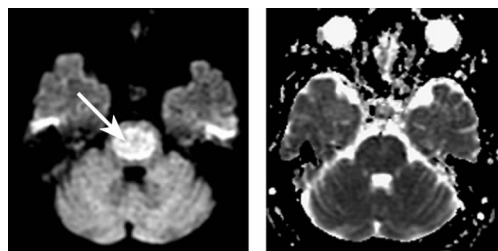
CPM 患者发病 2 d 后 DWI 检查
